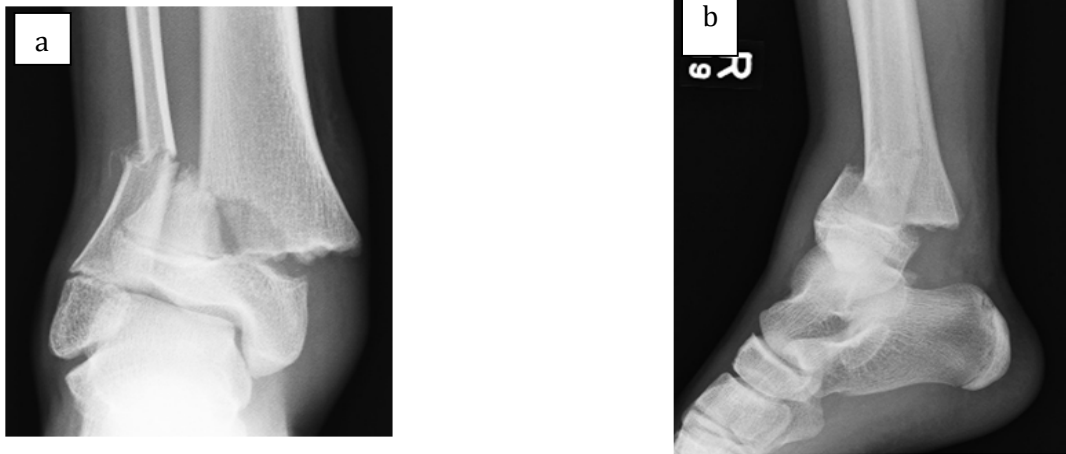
Radiographies de face (a) et de profil (b) initiales d'une fracture Salter-Harris II du tibia distal. (58)
